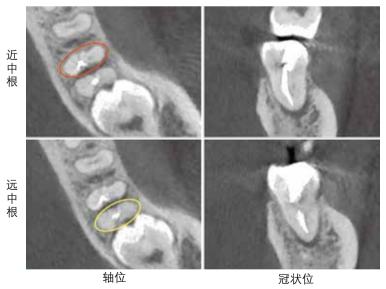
术前 CBCT。轴位示:红色圈内为近中根,近颊根管遗漏;黄色圈内为远中根,远中根管为单根管。冠状位示近远中根尖周组织低密度影
